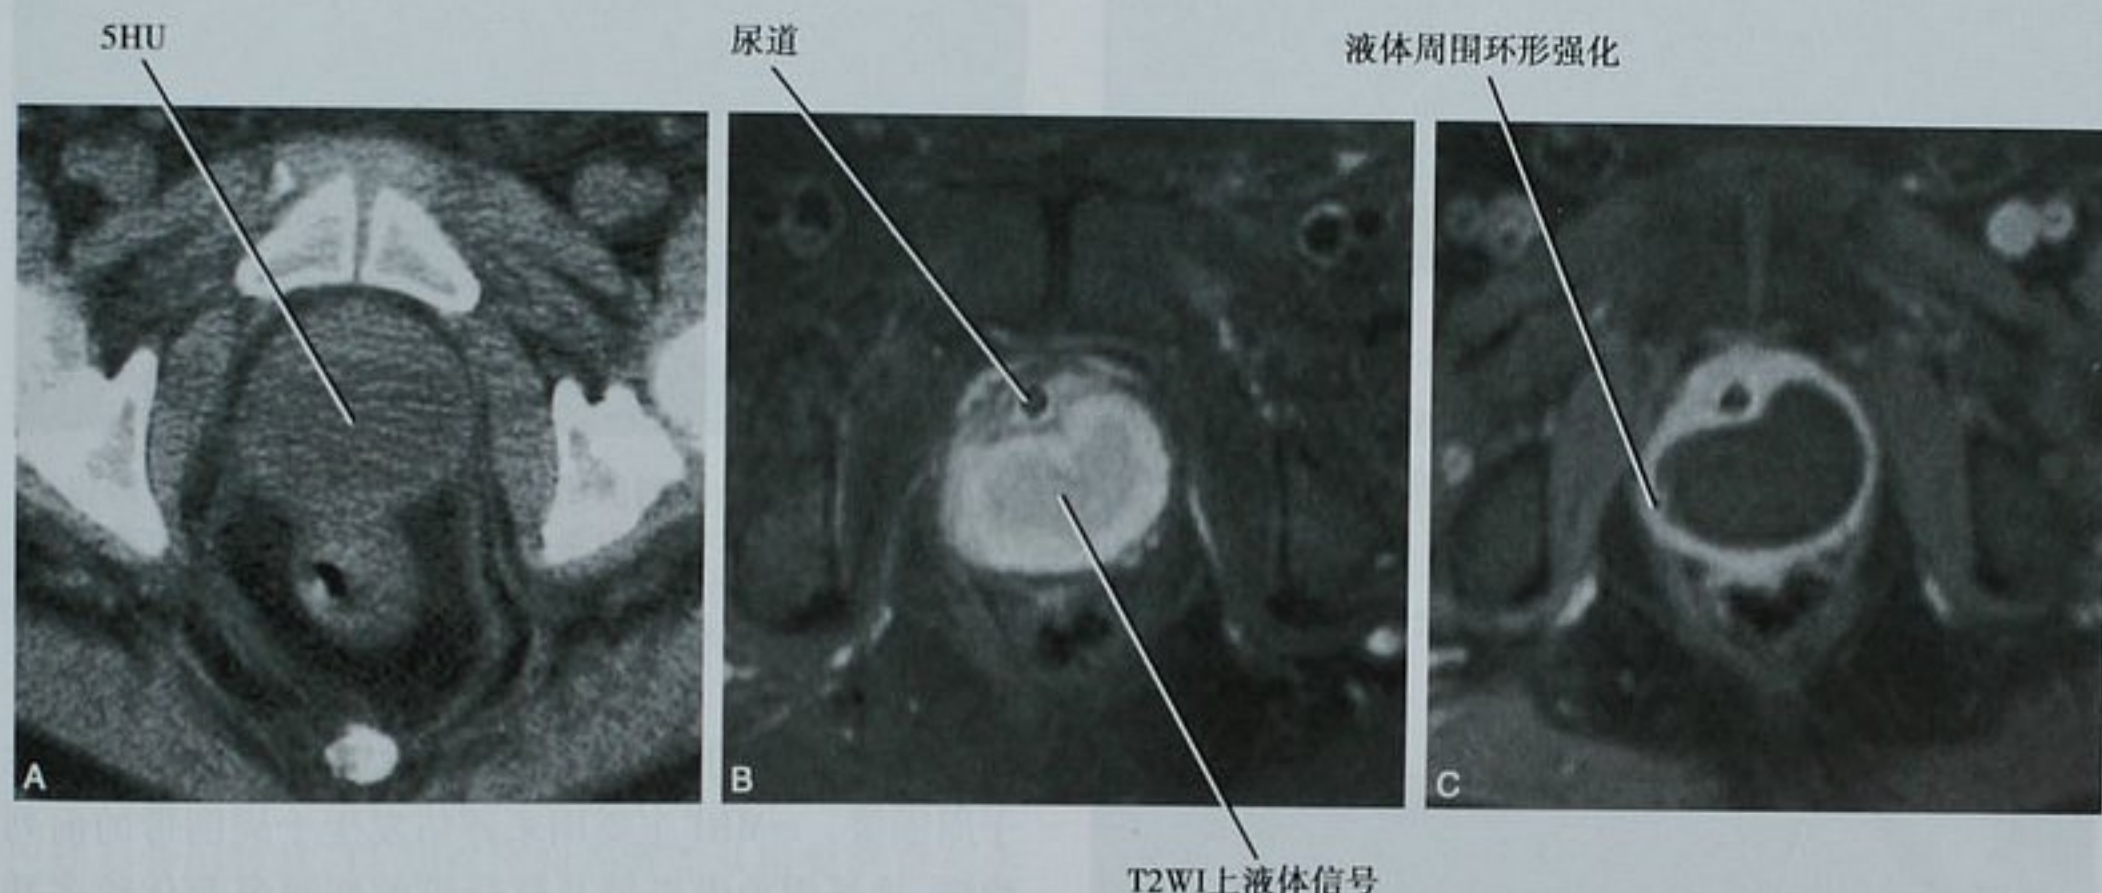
前列腺脓肿的 CT 及 MRI 表现。50 岁老年男性表现为骨盆痛及发热。A. 轴位 CT 平扫图像显示了前列腺内液性密度,但不能提供详细的解剖信息;B. 轴位 T2WI 与(C)轴位增强 T1WI 显示了前列腺内部大量积液,无前列腺外扩散,该患者随后行经直肠脓肿引流术
